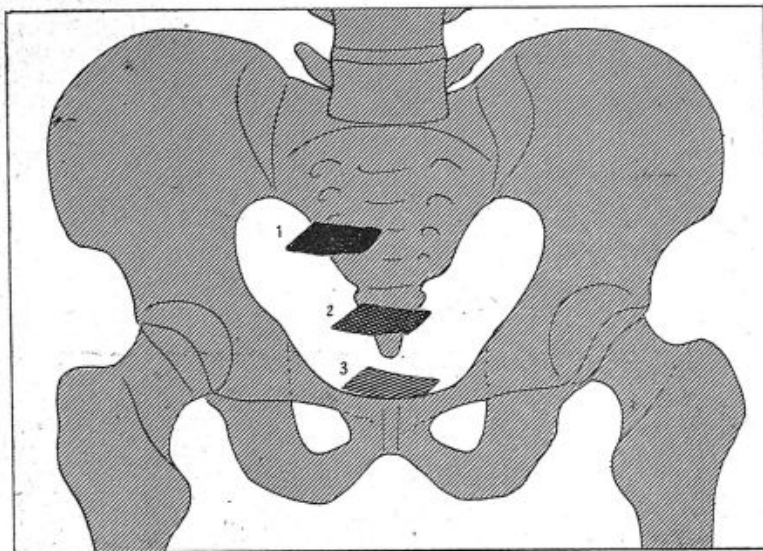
Positions successives d'un corps étranger vu à la radiographie suivant l'état de vacuité (position 3) ou de réplétion (position 1) de la vessie. (D'après Legueu.)
